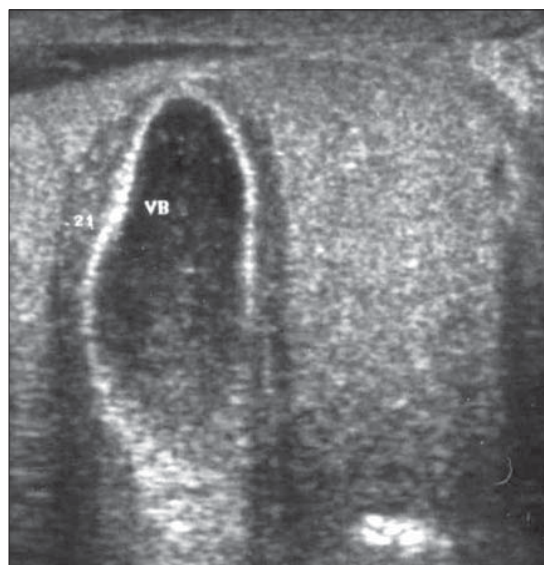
Îngroșarea peretelui vezical. Ascită. Ecografie. Peretele veziculei biliare mult îngroșat. Colecție lichidiană subhepatică.
